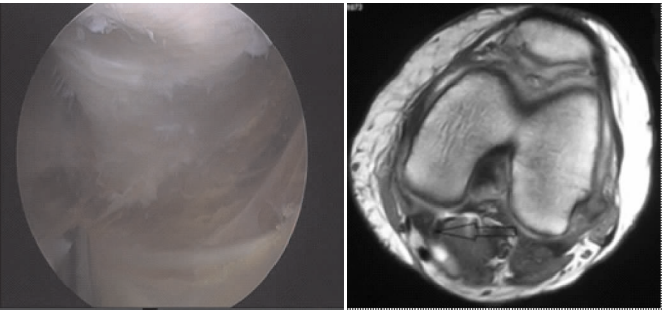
囊肿内壁剥离 图 4 患者 12 个月复查 MRI 图像
